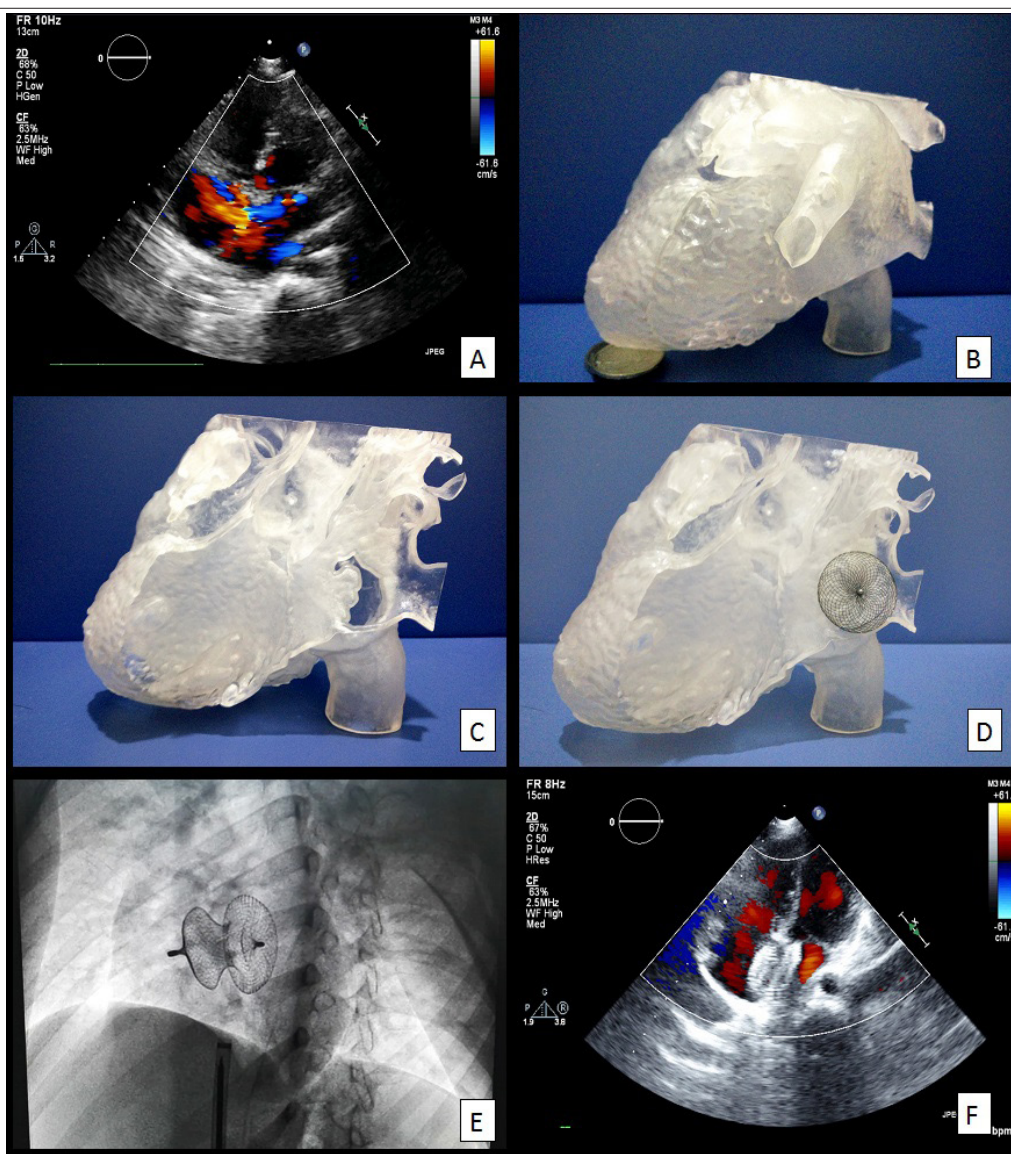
Corte apical de quatro câmaras à ecocardiografia mostrando uma CIA de 15 mm com shunt da esquerda para a direita (A). Modelo cardíaco de impressão tridimensional em vista inteira (B) ou sendo separado para mostrar a CIA (C). Um oclisor de 28 mm foi colocado para fechar completamente a CIA (D). Colocação intraoperatória de um oclisor de CIA de 28 mm após uma tentativa (E). Ecocardiografia pós-operatória em corte apical de quatro câmaras, mostrando não haver shunt da esquerda para direita (F).
